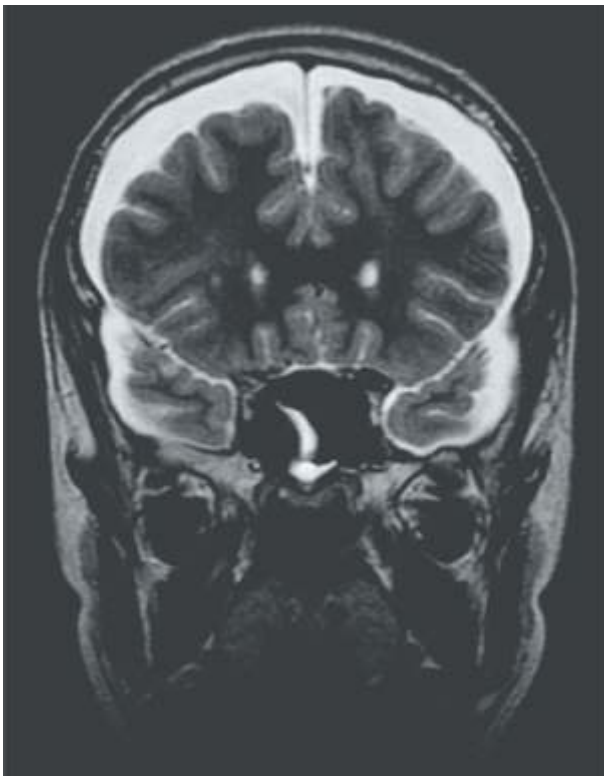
RMN de cerebro en T2, corte coronal. Puede observarse la presencia de líquido con espesor mayor de 3 mm.
